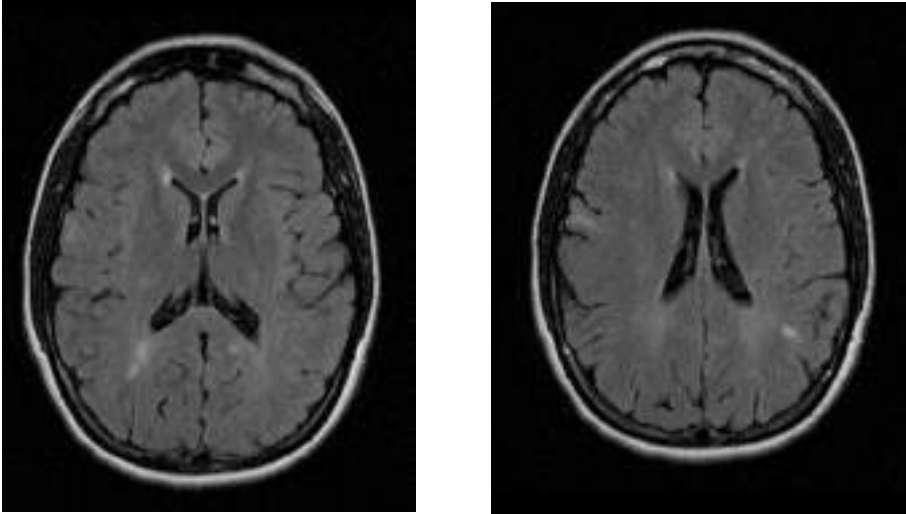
RMN cerebral en T2: Se visualizan numerosas lesiones hiperintensas (en número superior a 20), en la sustancia blanca yuxtacortical de ambos hemisferios cerebrales, periventriculares (con disposición centripeta), más evidentes en torno a las astas occipitales y asta temporal derecha, y una de ellas en el pedúnculo cerebral izquierdo.
